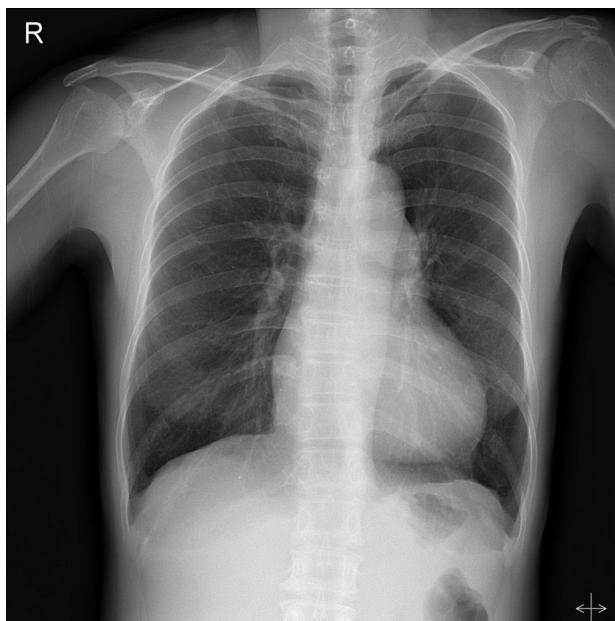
Initial chest X-ray showed mild cardiomegaly with a CT ratio of 0.55. There is post-stenotic dilatation of the main-and-left pulmonary arteries.
